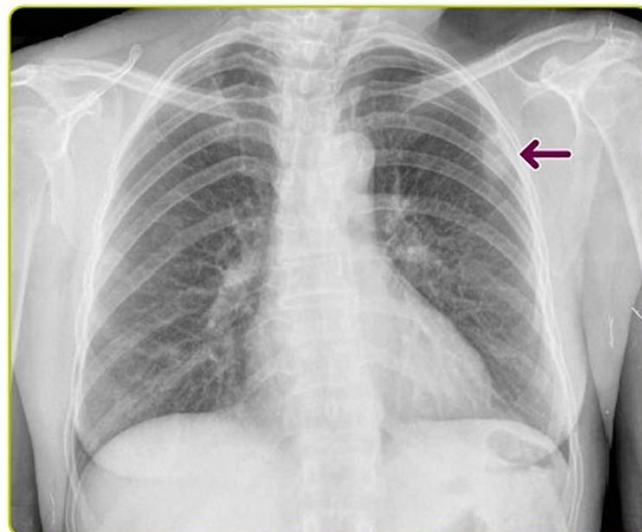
Nodulo polmonare solitario: radiografia del torace.
